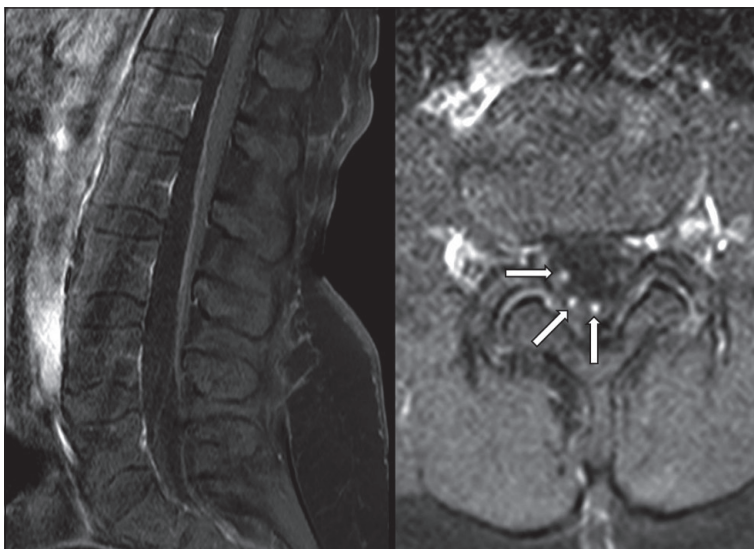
Resonancia Magnética de Médula. Secuencia T1 SPR con uso de Gadolinio. Sección sagital (izquierda) y transversal (derecha). Nótase el realce con contraste (gadolinio) en la porción anterior del cono medular en la sección sagital y de las raíces en la sección sagital y transversal (flechas).
